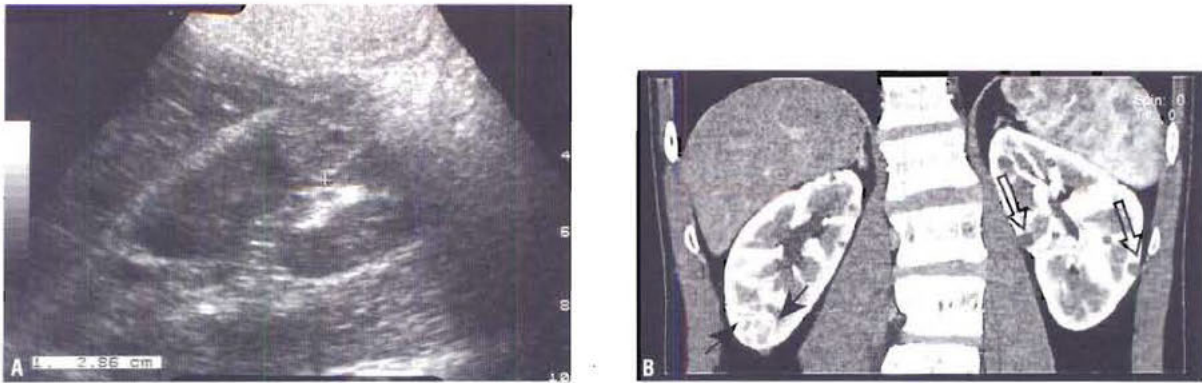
(A) Cette échographie montre une masse solide hyperéchogène du pôle inférieur du rein droit. (B) La TDM après injection de produit de contraste, en reconstruction frontale, confirme la tumeur rénale droite qui est hypervascularisée (flèches noires). Découverte fortuite de simples kystes rénaux gauches (flèches ouvertes).
